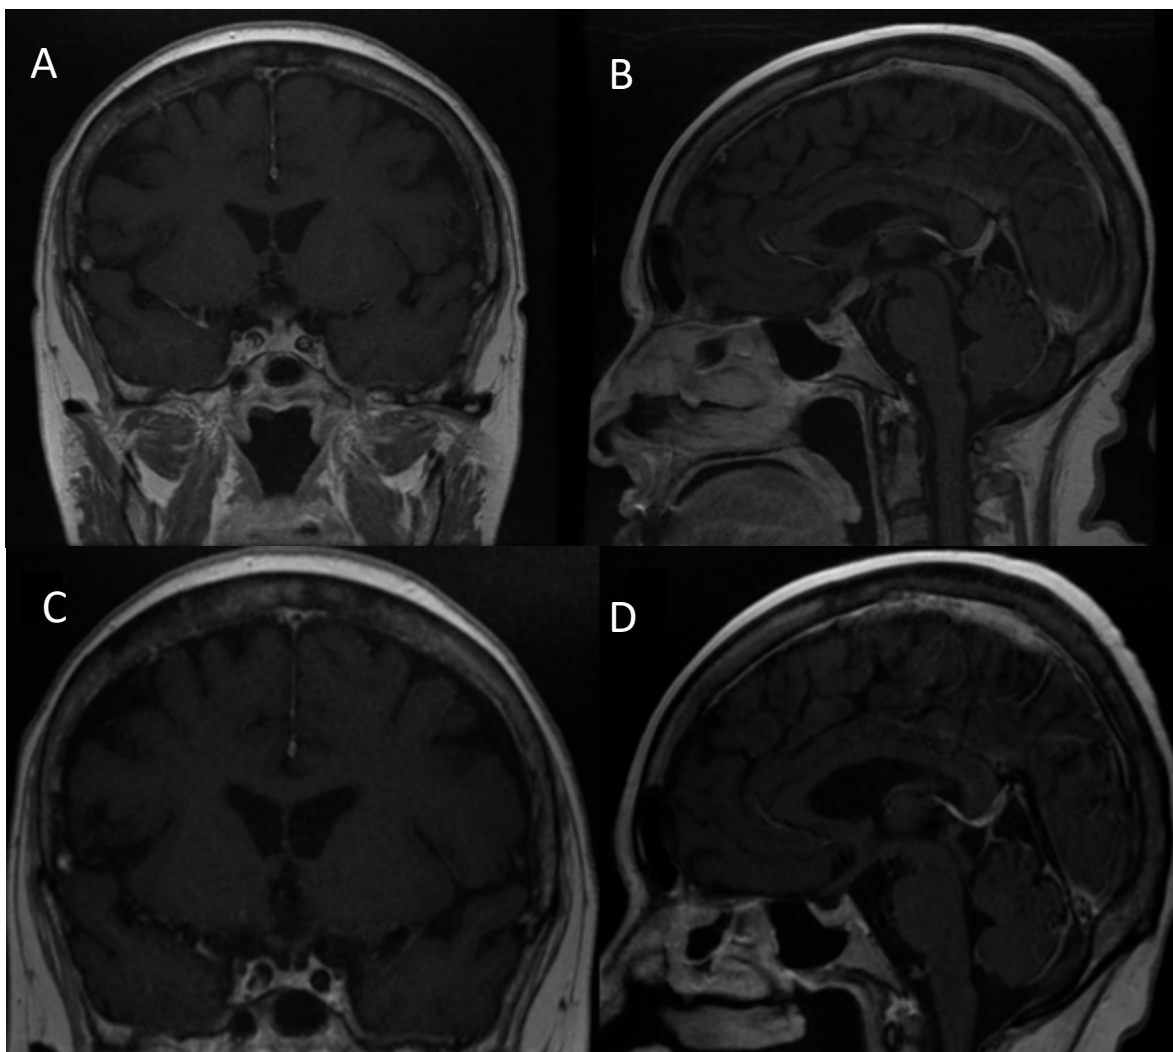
Resonancia magnética del caso 5 que muestra ausencia de la hiperintensidad pituitaria característica en la secuencia T1.
